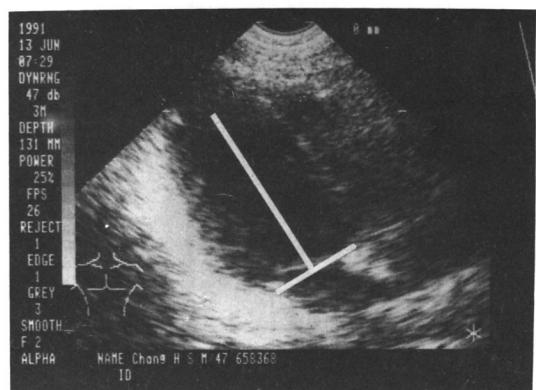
Two dimensional echocardiographic four chamber left ventricular image selected for determination of LV length.
